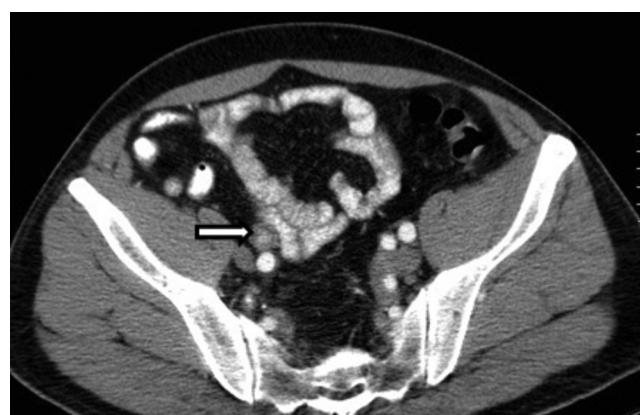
TAC pélvica: lesión ocupante de uréter derecho, captante a nivel de cruce de vasos iliacos.
